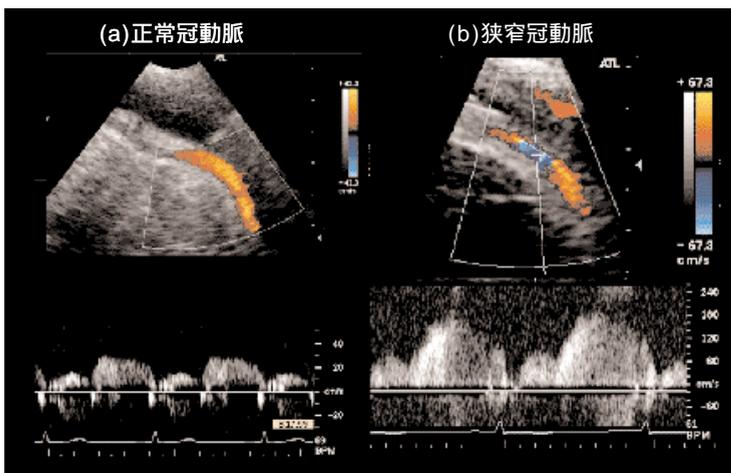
前下行枝冠動脈中間部(#7)の経胸壁カラードプラエコー図
